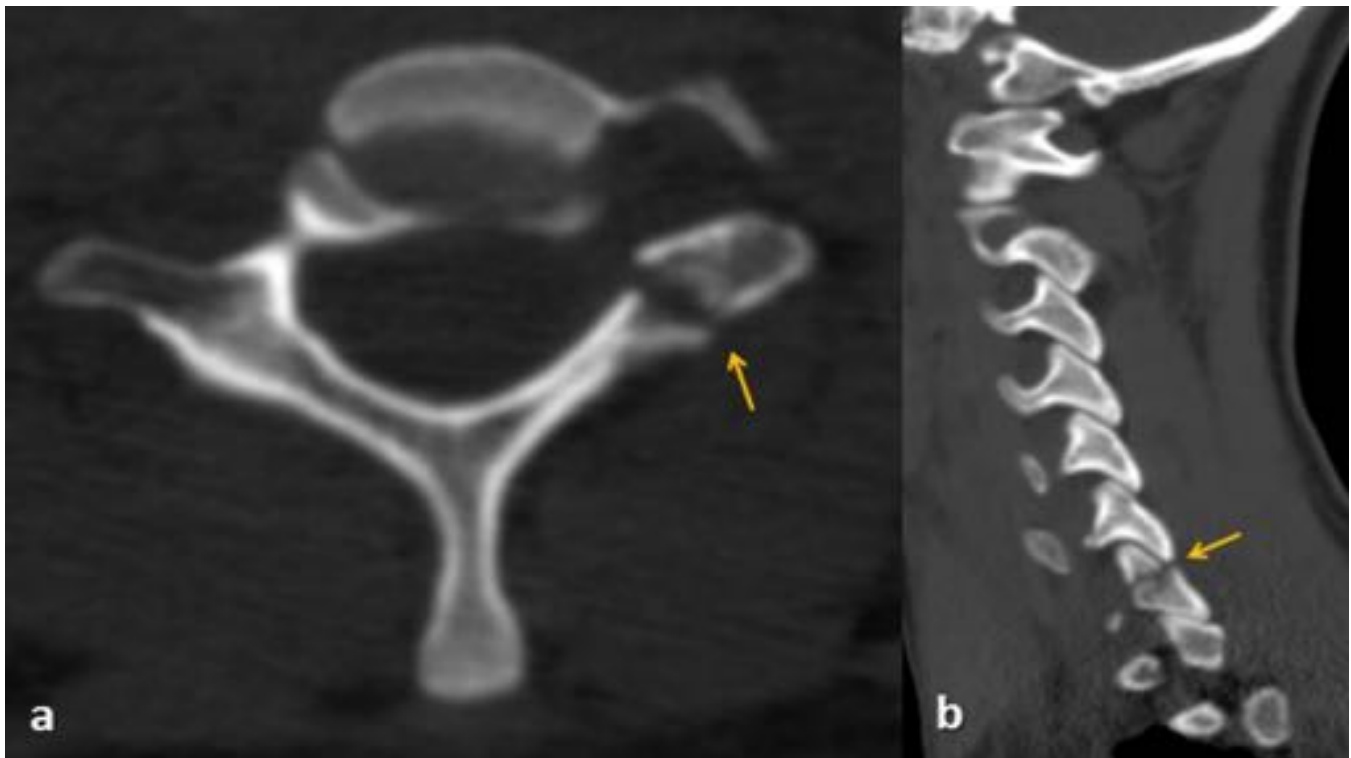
TC axial (a) y reconstrucción sagital (b) que muestra fractura de la apófisis articular superior izquierda de C7 (flechas) detectada en la doble lectura.
